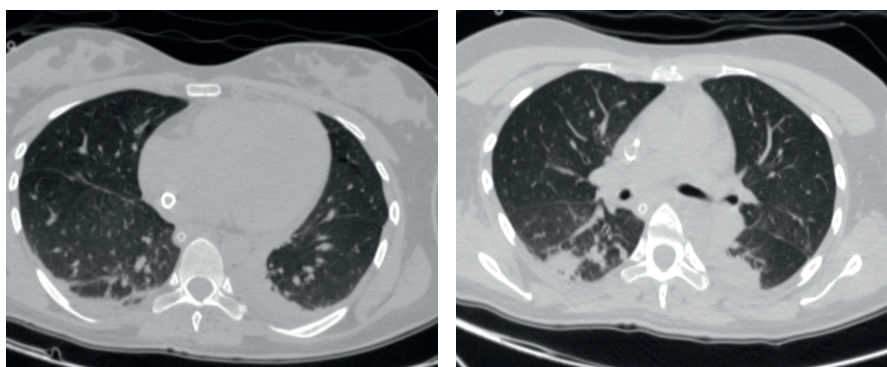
Контрольная томография пациентки на 6 сутки проводимой терапии
